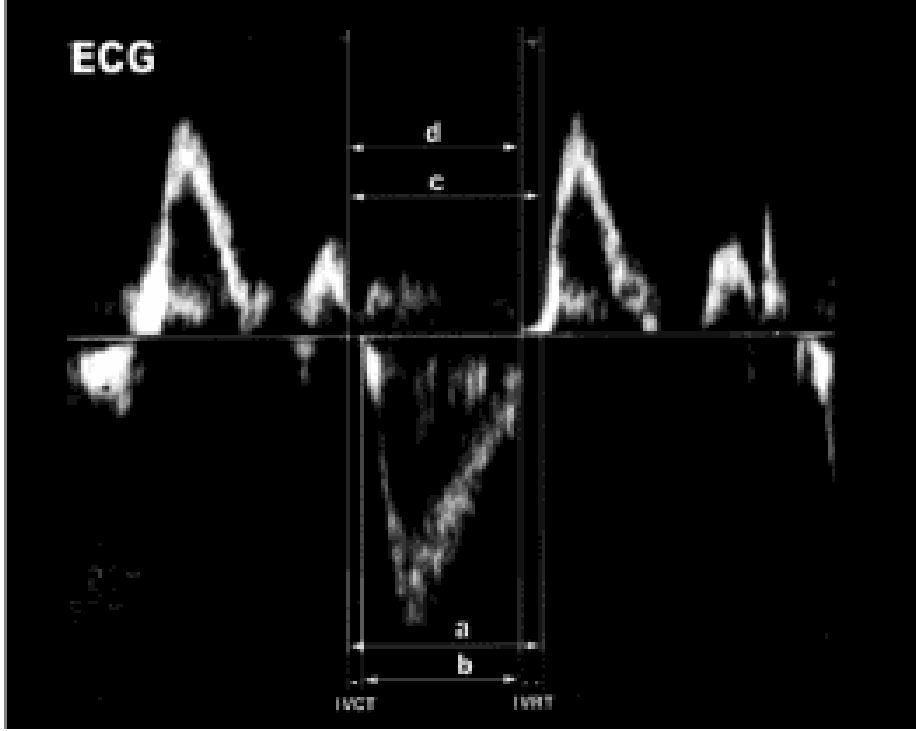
Pulsed dalga doppler ile E ve A akım hızları
